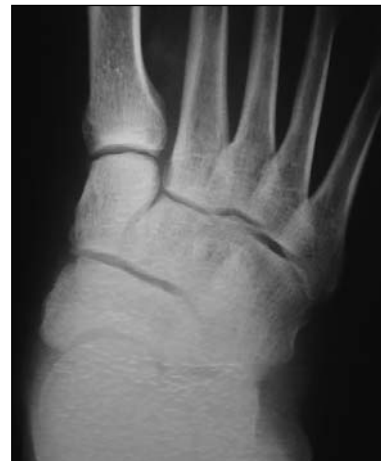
Radiografía. Pérdida parcial de la relación astrágalo-escafoidea (pie plano leve).
